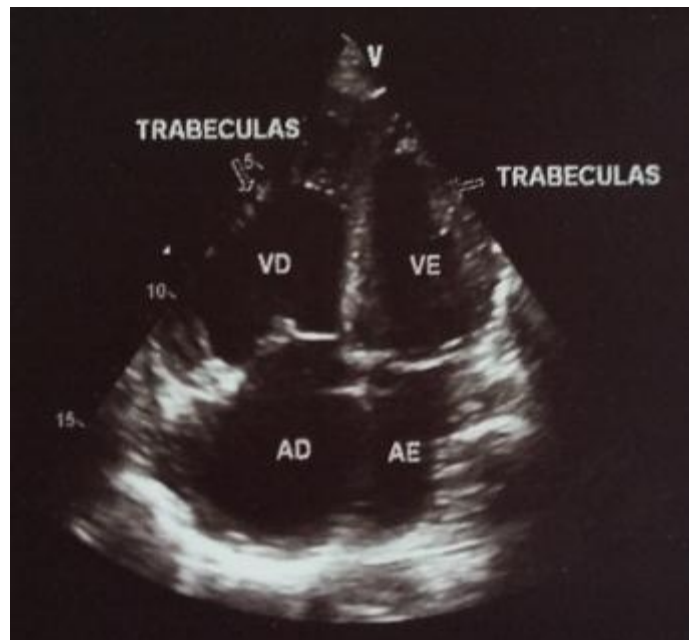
Imagem adquirida por ecocardiograma. É possível identificar múltiplos recessos intertrabeculares de músculo comunicando-se com a cavidade ventricular.
